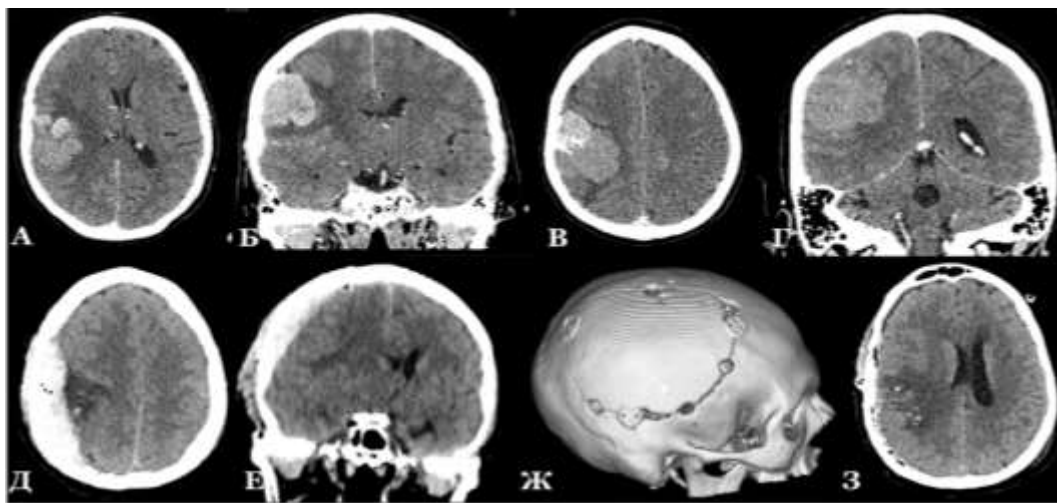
Пример значимого эпидурального кровоизлияния после удаления многоузловой ангиоматозной менигиомы правой височно-теменной конвекситальной локализации, жен., 64г. (М-ва Т.В., и/б № 103654/2021). А, Б, В, Г – предоперационное КТ с контрастированием, последовательные аксиальные и коронарные проекции. Множественные узлы опухоли предполагали формирование трепанационного окна большой площади. Д, Е – послеоперационное КТ в нативном виде, аксиальная и коронарная проекции. Визуализируется эпидуральная гематома по всей зоне трепанационного окна. Непосредственный источник гематомы – апоневротические сосуды в зоне локального повреждения сухожильного шлема, возникшего при заборе надкостничного трансплантата ТМО. Ж – 3D-реконструкция черепа, размер трепанационного окна 13x11см. Е – КТ после ревизионной операции в нативном виде, аксиальный срез
